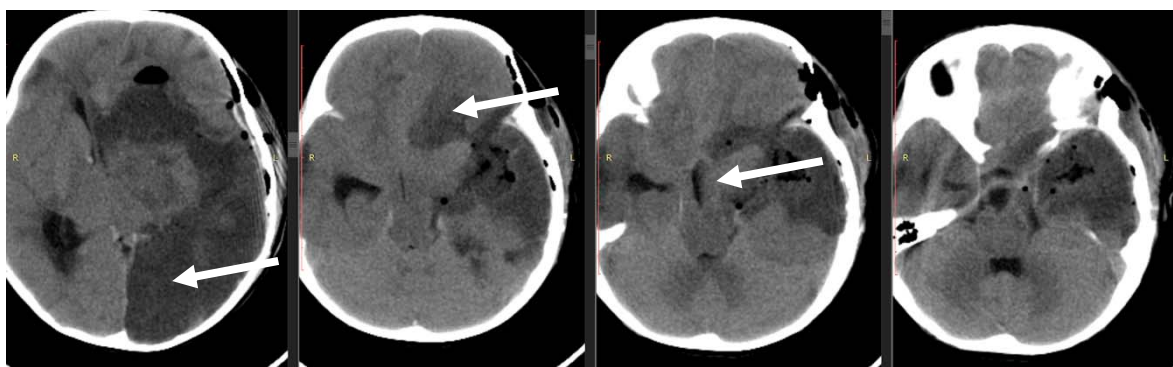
Послеоперационная КТ головы, демонстрирует картину отека гипоталамической области и дислокации (стрелка)
